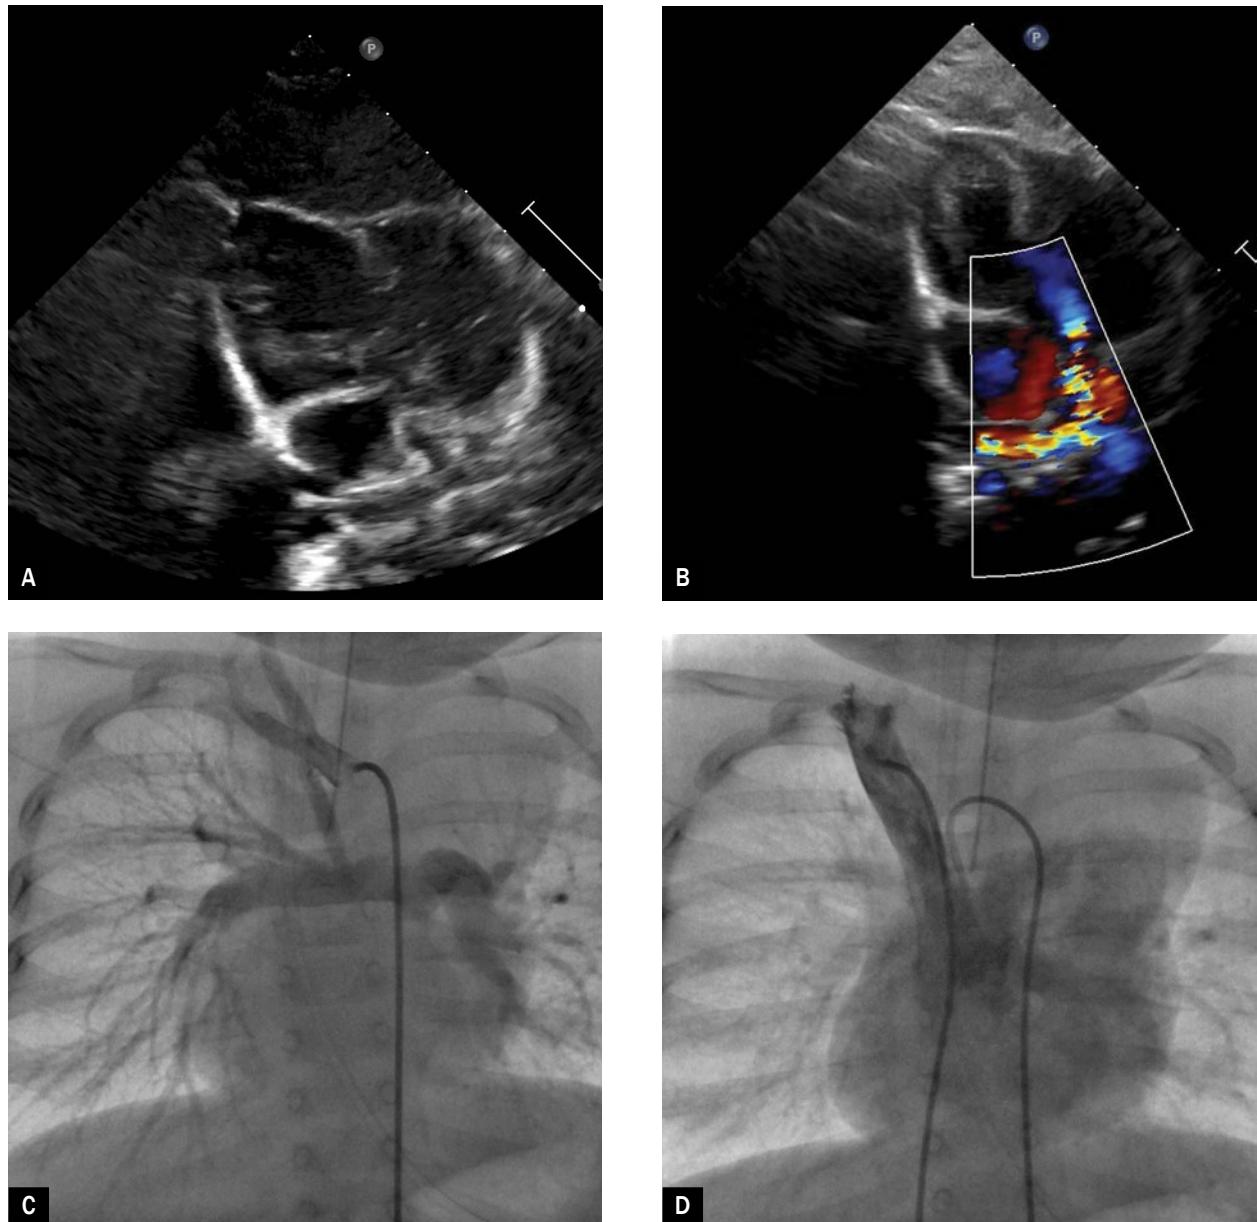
Echocardiography, subcostal view (short axis): atrium with right atrial morphology connected via tricuspid valve to left ventricle and atrium with left atrial morphology connected via mitral valve to right ventricle; B. Echocardiography, apical 5-chamber view: pulmonary artery (PA) stenosis; C. Diagnostic cardiac catheterisation: inflow from right subclavian artery via unobstructed modified Blalock-Taussig systemic-to-pulmonary shunt to PA; D. Post-operative cardiac catheterisation: inflow from superior vena cava to pulmonary arteries, dextrocardia – apex of heart oriented right
